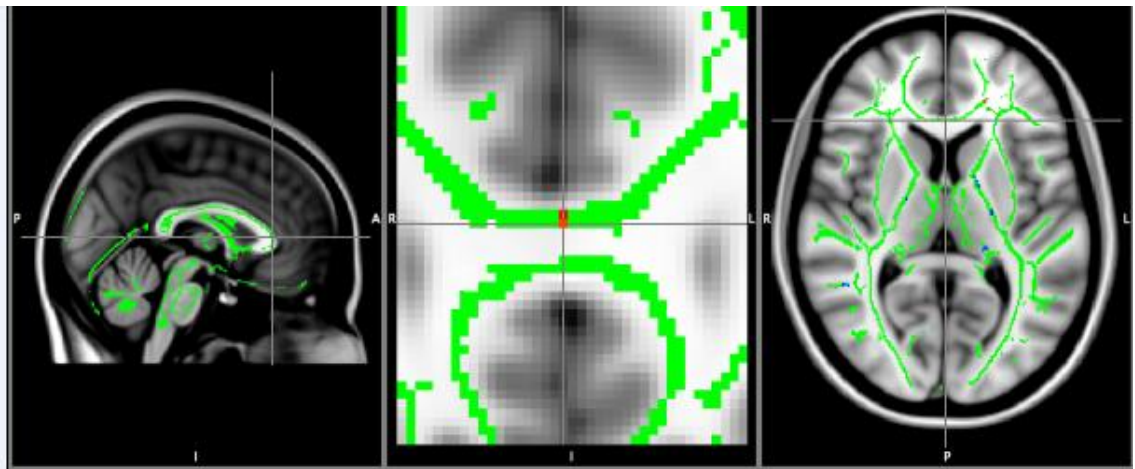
Cortes sagital, coronal y transversal de cerebro por Resonancia Magnética. Mediante análisis por Fracción de Anisotropía/TBSS (esqueleto de sustancia blanca), se observan las regiones con disminución del valor esperado con respecto al grupo control (medidas como variación en la intensidad del voxel) en la sustancia blanca (puntos en rojo). El acercamiento muestra lesiones en la rodilla del Cuerpo Calloso. Fuente: Directa.
